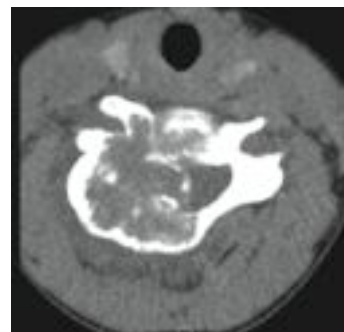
CT HWK 5 präoperativ.
